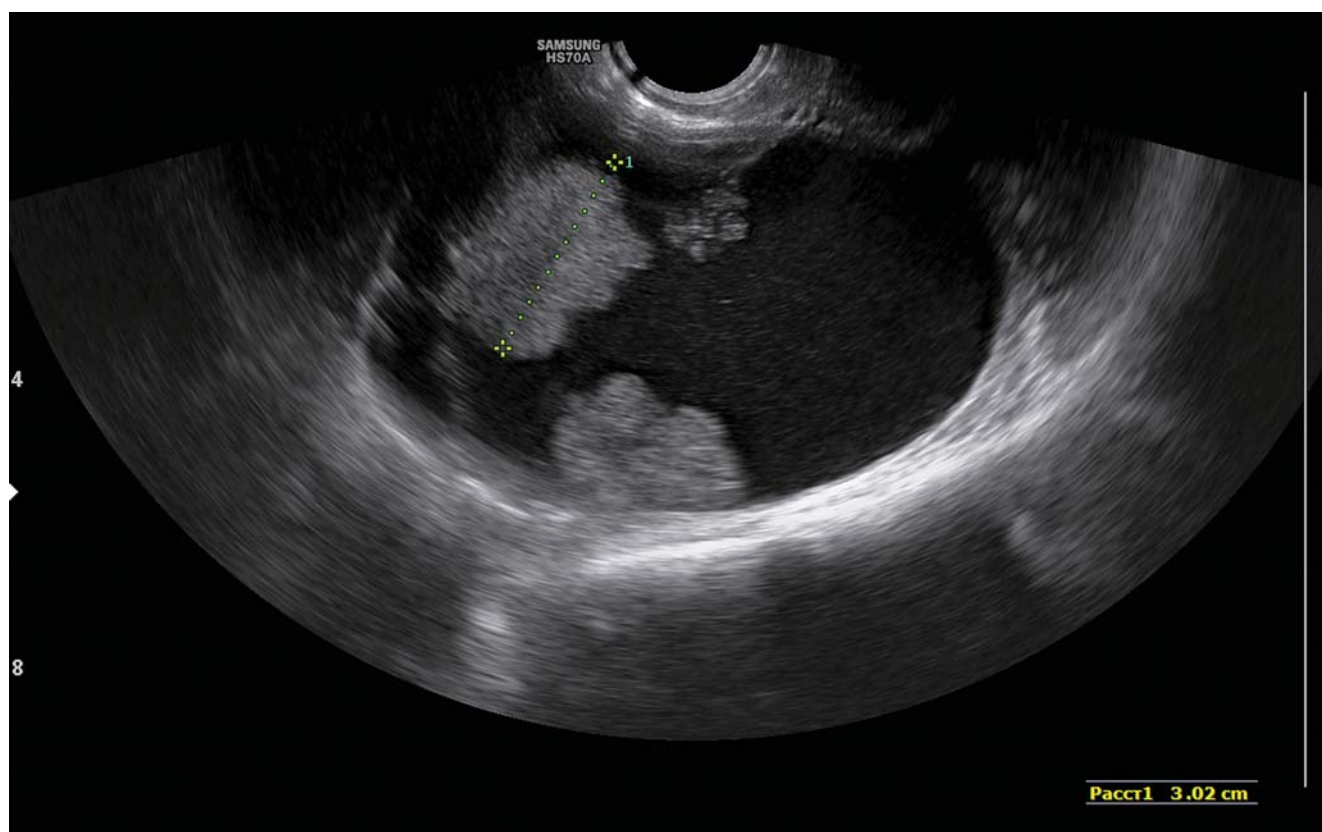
УЗИ органов малого таза. Объемное образование правого яичника с пристеночными компонентами
